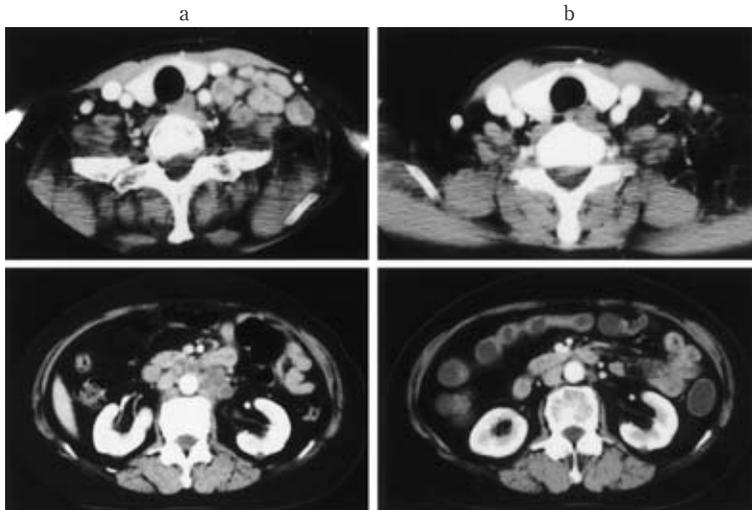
Cervical and Abdominal enhanced computed tomography. a : on admission, b : after the second course of TS-1 administration.
